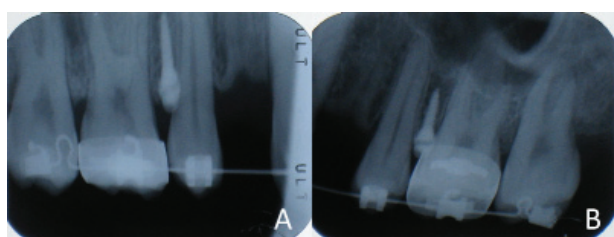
Showing the post-insertion dental x-ray films to confirm the miniscrews placements. The miniscrews are placed between the interproximal areas with no damage to the roots of the adjacent teeth.
